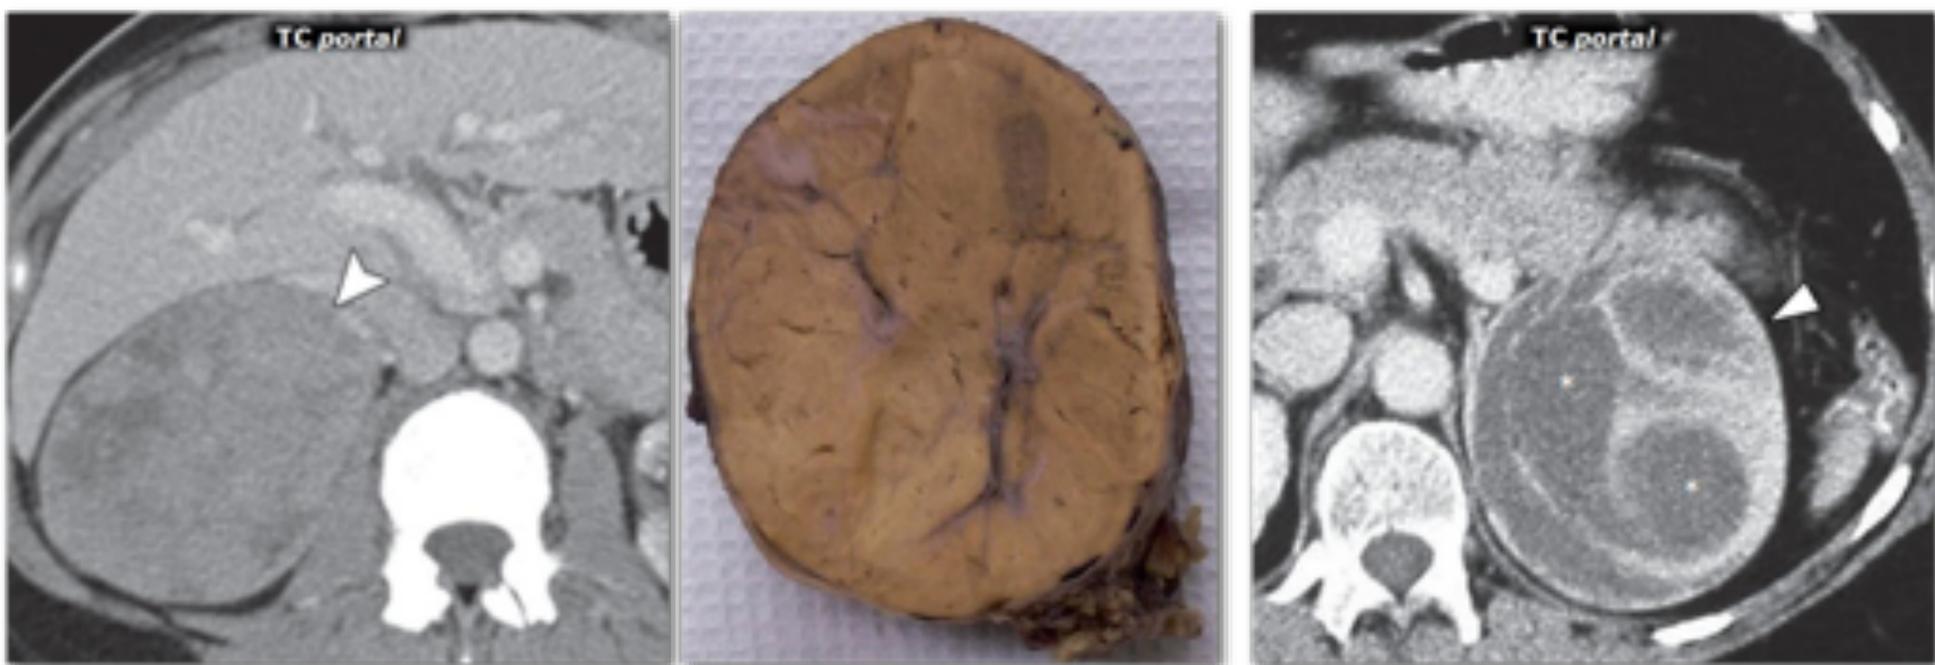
Oncocitoma adrenal en dos casos de mujeres de edad media (48 y 47 años respectivamente). El primer tumor no era funcionante y se presentó como una masa sólida bien delimitada discretamente heterogénea y moderadamente hipercaptante (cabeza de flecha). El segundo tumor sí era funcionante, y provocaba HTA y cefalea. En TC se presentó como una masa también bien delimitada, con áreas quísticas (*) e intenso realce en las regiones sólidas. El diagnóstico de sospecha fue feocromocitoma.
